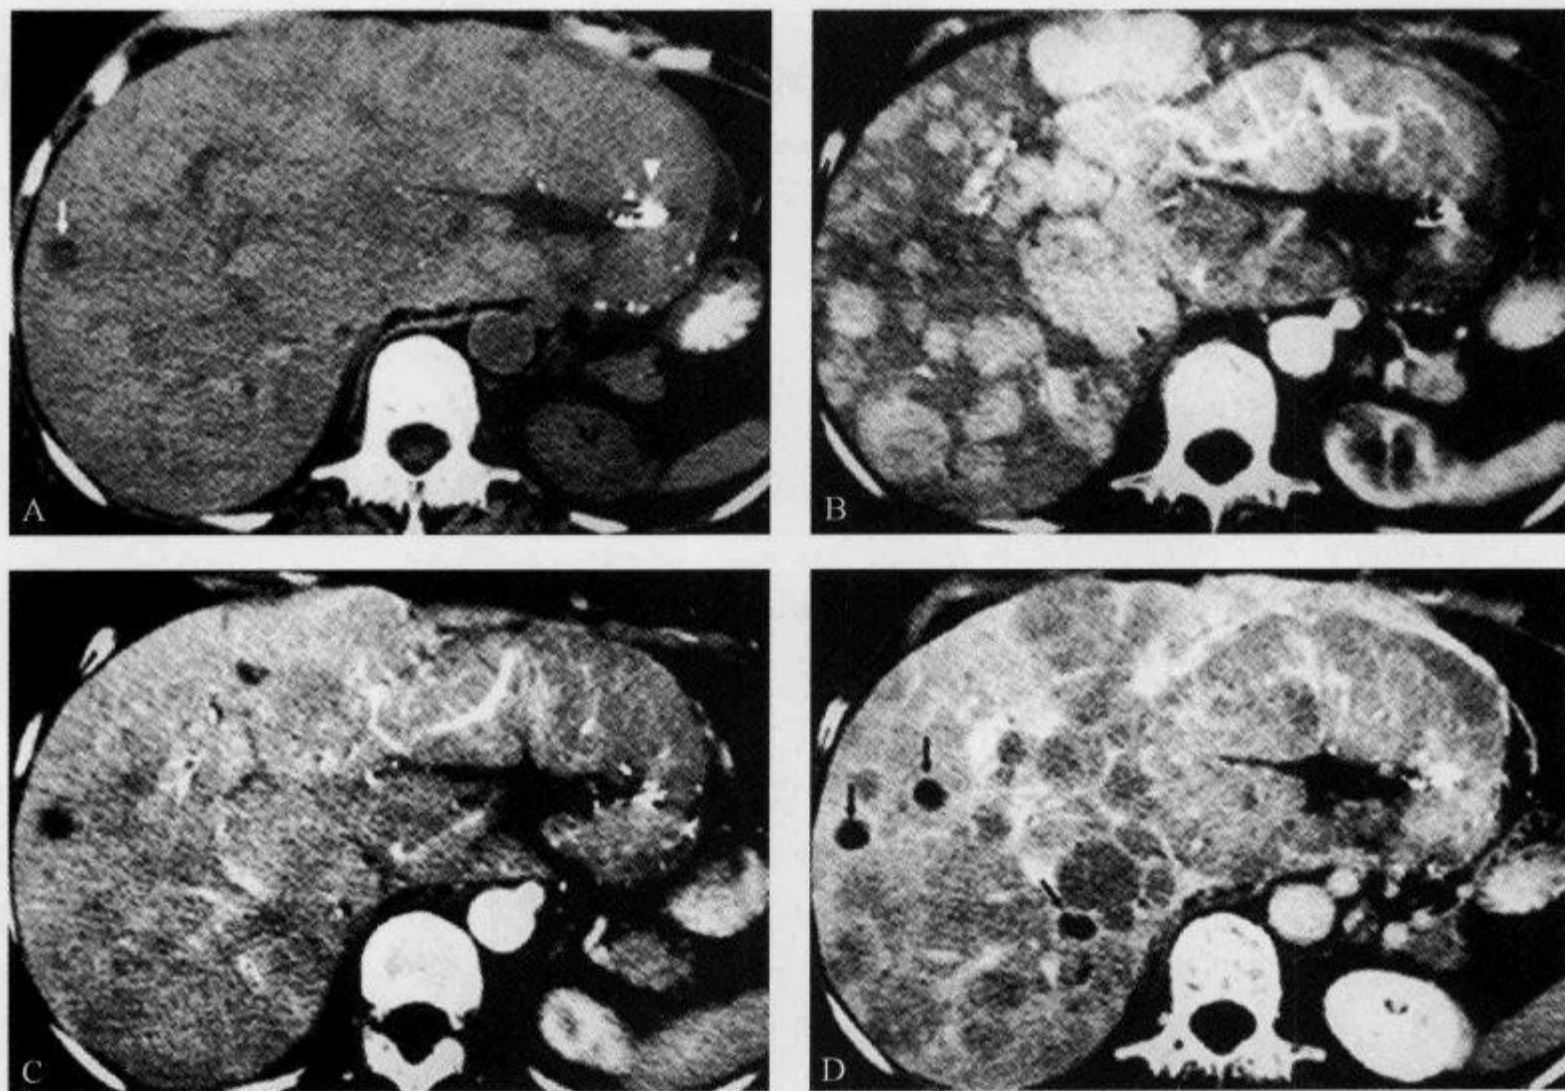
弥漫型肝细胞癌,螺旋 CT 多期增强扫描示“快进快出征”
